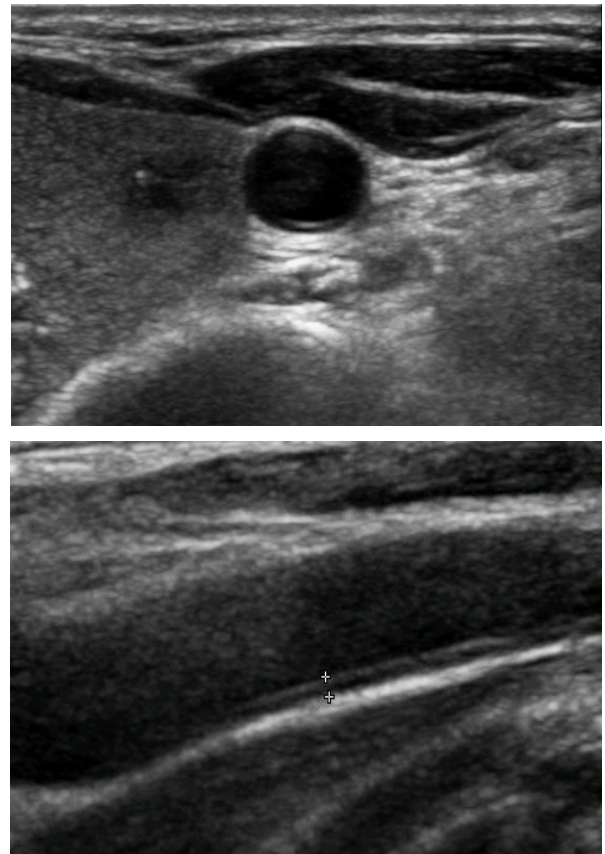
Common carotid artery intima-media thickness by ultrasonography
